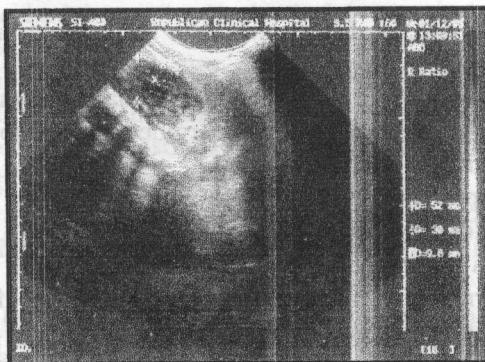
Ecografie renală: pieloul restant inferior al rinichiului dublu.
